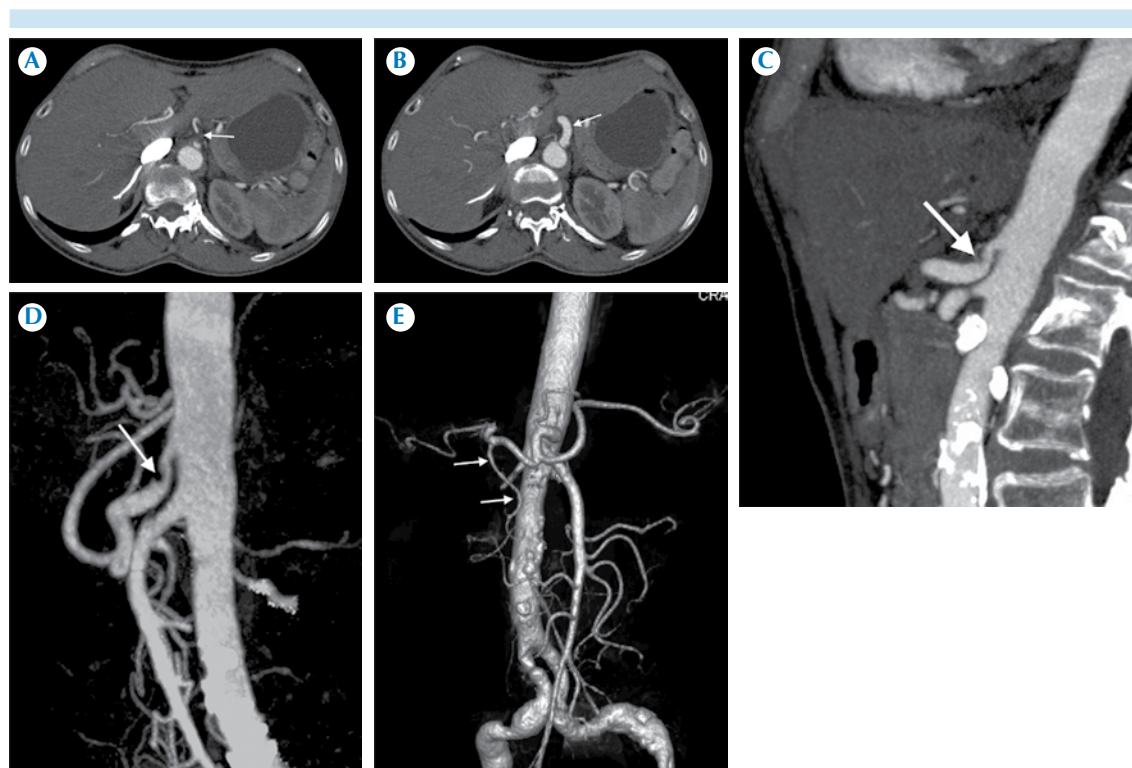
Angiotomografía computada, planos axiales. A) Sitio de estenosis en el origen del tronco celíaco. B) Dilatación posestenótica. C) Reconstrucción sagital: sitio de compresión con aspecto de “gancho” en el origen del tronco celíaco. D) y E) Reconstrucciones volumétricas en 3D que confirman la arcada pancreaticoduodenal de dimensiones normales (flechas en E).
